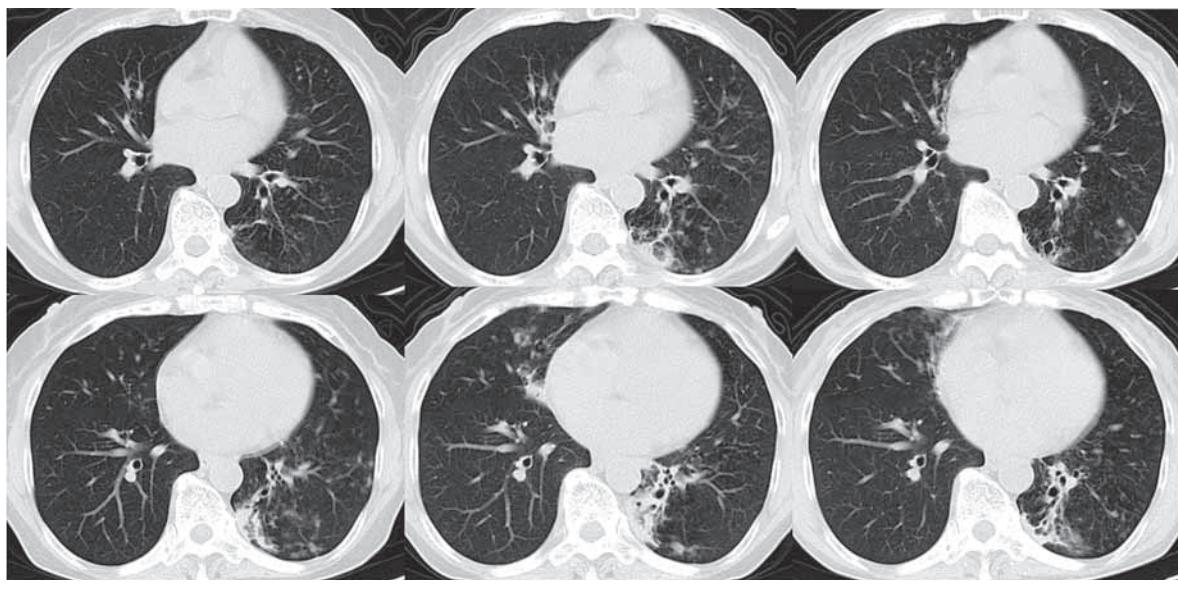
Chest CT showed bronchiectasis with nodules and infiltration in the left lower lobe (A). Chest CT showed new infiltration in the right middle lobe after two and a half years (B). Chest CT showed lung shadow improvement three months after treatment (C).
